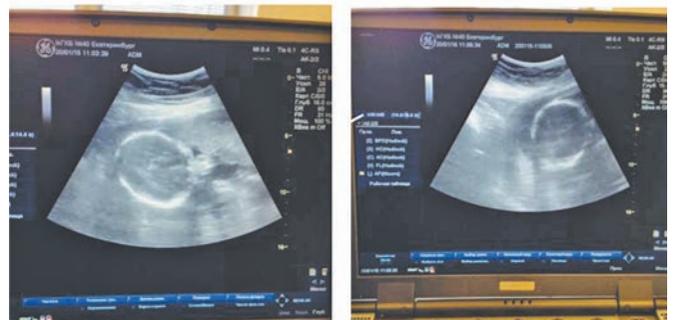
УЗИ плодов: 2 живых плода с расчетной массой 570 и 480 г.
